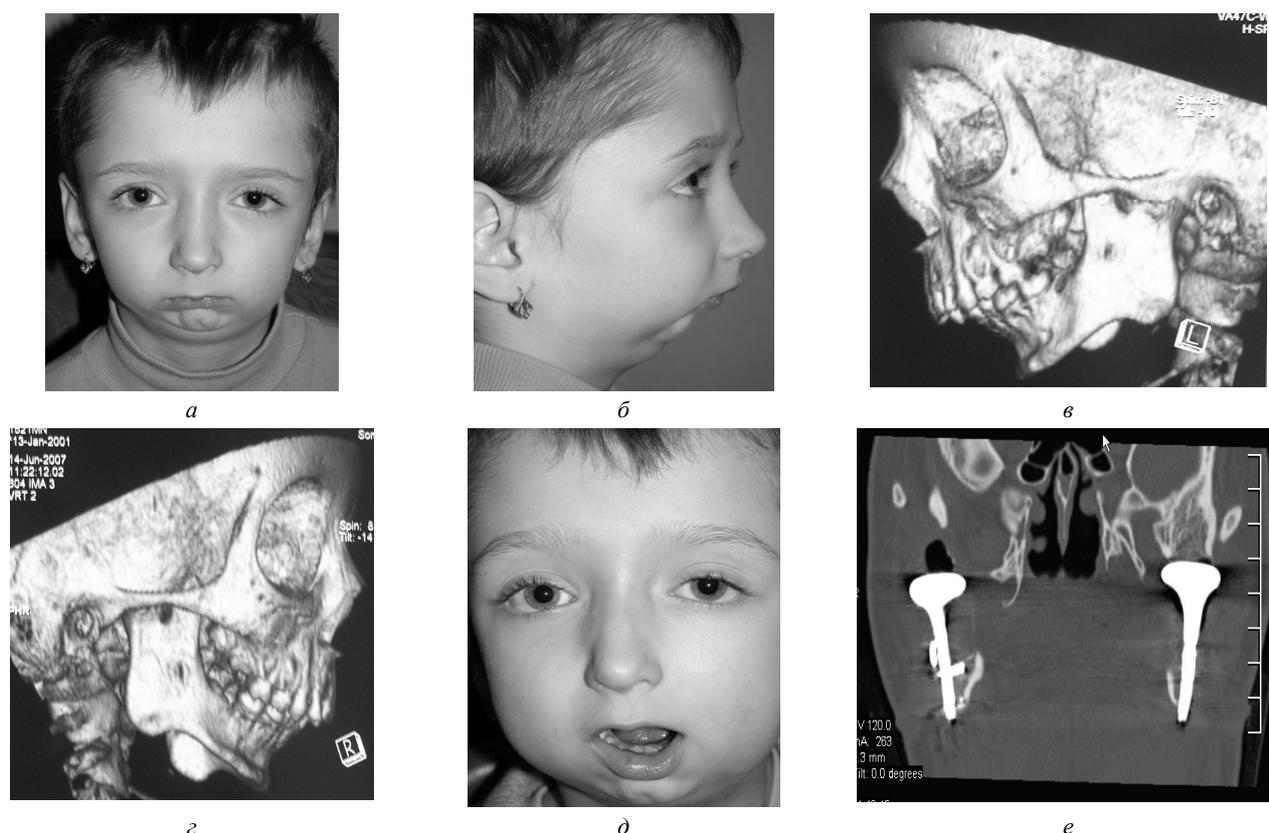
Больная Б.: *а* – до оперативного лечения (фронтальная проекция); *б* – до оперативного лечения (правая латеральная проекция); *в*, *г* – рентгенограммы до оперативного лечения (левая и правая латеральные проекции); *д* – через 12 мес. после оперативного лечения; *е* – рентгенограмма через 12 мес. после оперативного лечения (фронтальная проекция).
